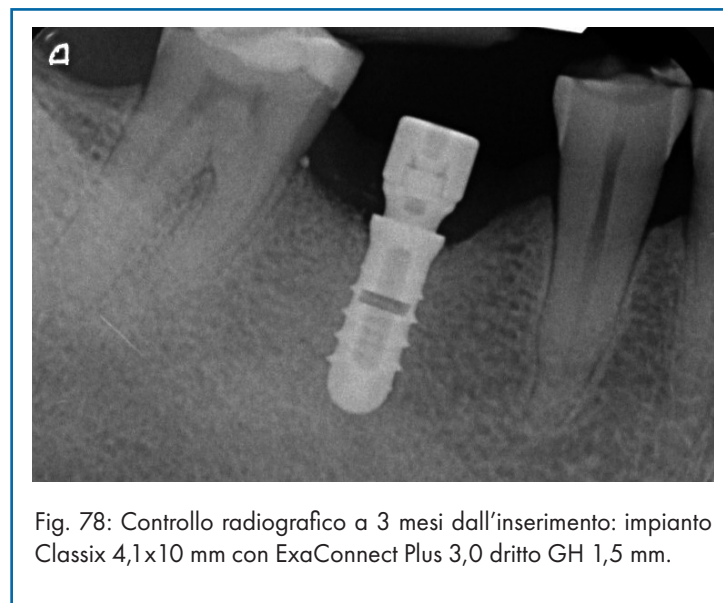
Controllo radiografico a 3 mesi dall'inserimento: impianto Classix 4,1x10 mm con ExaConnect Plus 3,0 dritto GH 1,5 mm.
